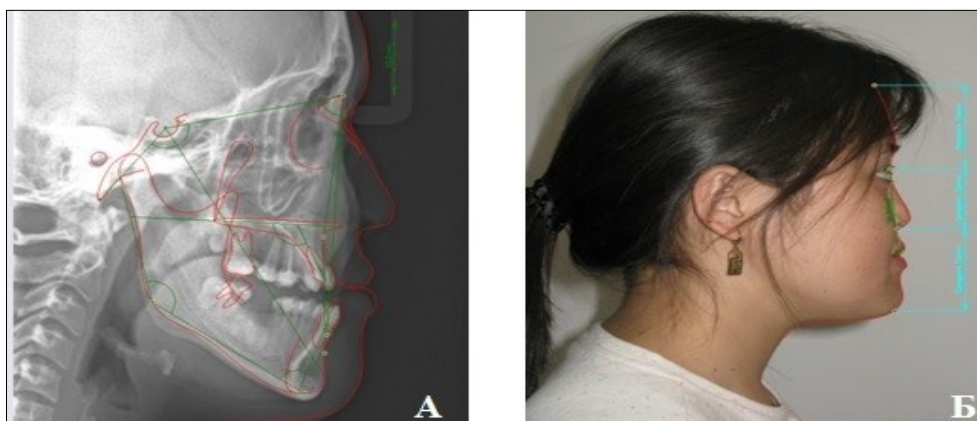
Телерентгенограмма пациентки: А – боковая ТРГ, до лечения, Б - математическое измерение лица (ориентировочные линии).
